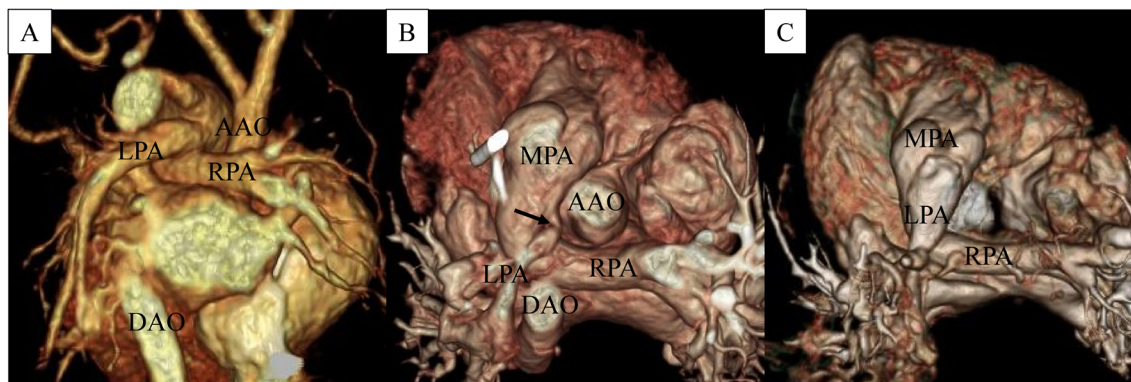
Case 2: Three dimensional computed tomography (3D CT; A: Posterior view, B: Superior view)
